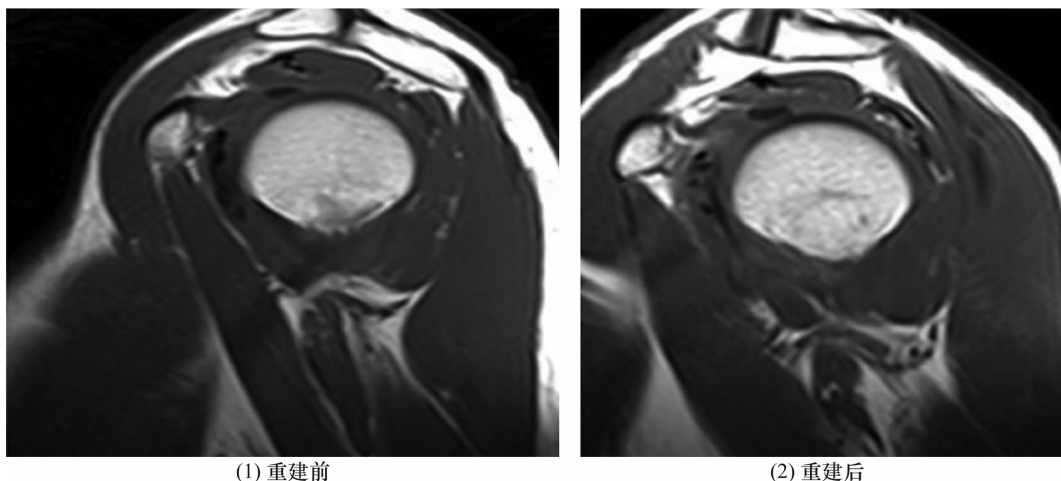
肩关节斜冠状位 MRI 三维稳态采集快速成像序列三维重建前后图片
